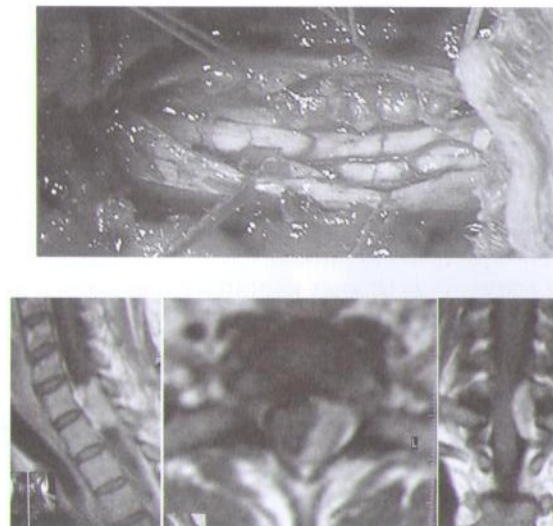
Интраоперационная фотография этапа удаления экстрамедуллярной, интрадуральной опухоли (невринома) шейного отдела спинного мозга. Продольно рассечена твердая мозговая оболочка, края которой взяты на лигатуры и широко разведены для лучшего обзора зоны вмешательства. МРТ до операции.
